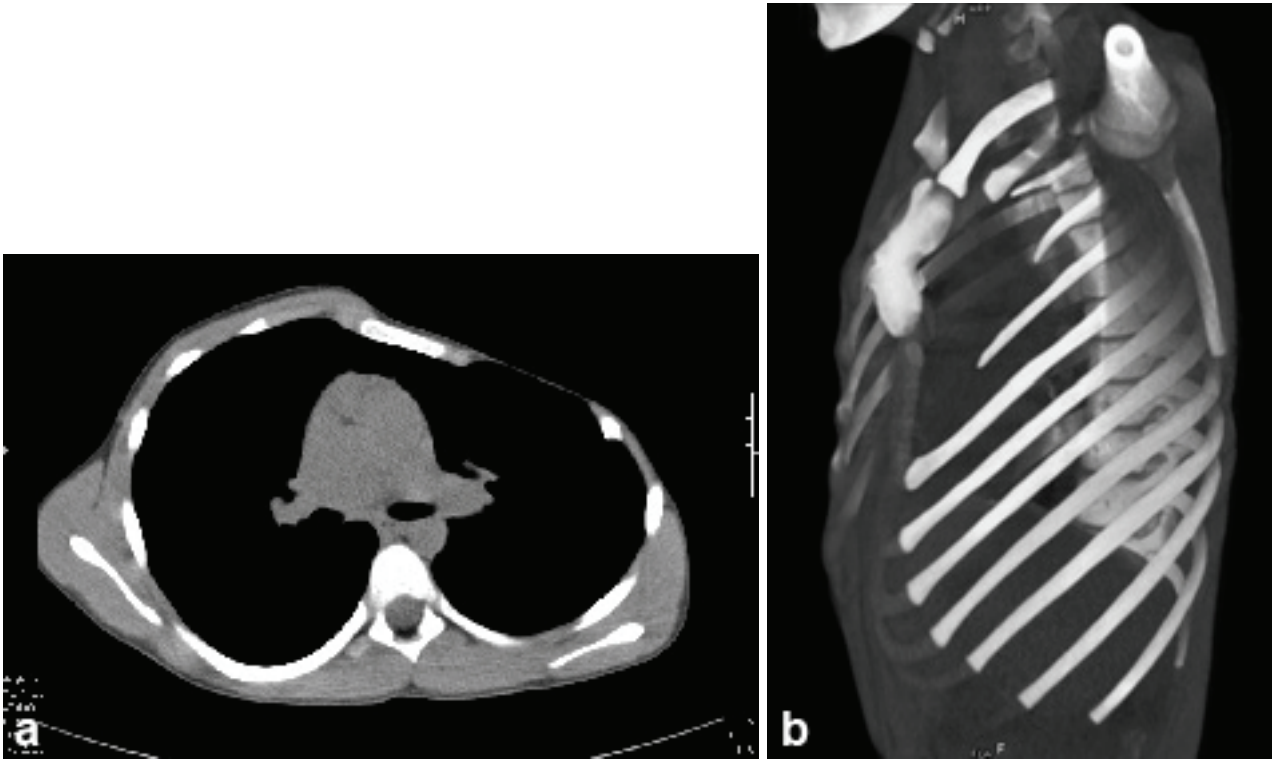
TAC de tórax: a) se observa el defecto parietal; b) reconstrucción tridimensional de la pared donde se observa la hipoplasia de 2º, 3º y 4º costillas derechas.
